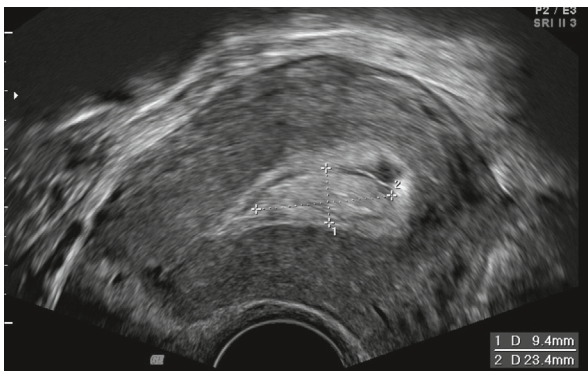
Échographie 2D réalisée par voie vaginale. Coupe sagittale de l'utérus révélant un polype utérin visible grâce à la présence d'une lame d'hématométrie.
